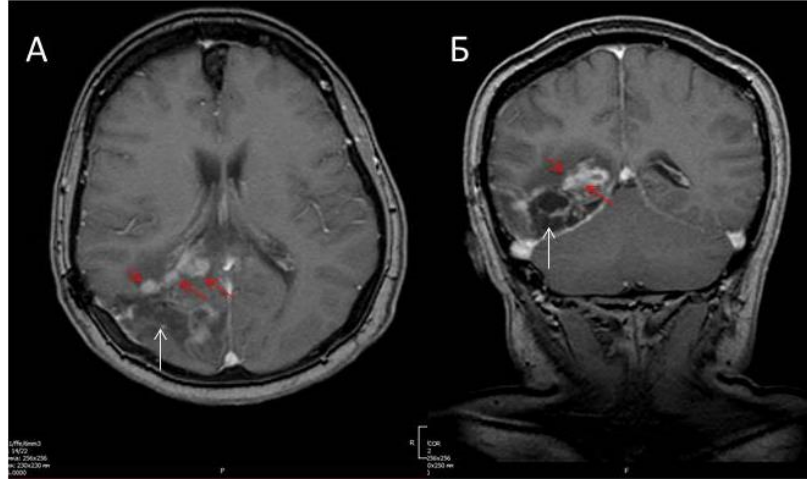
Пациентка Н. с поражением головного мозга. МРТ ГМ в/в контрастированием: А – поперечный срез, Б–корональный срез; красные стрелки: образование с накоплением контраста; белые стрелки – послеоперационные кистозно-глиозные изменения и отек.
